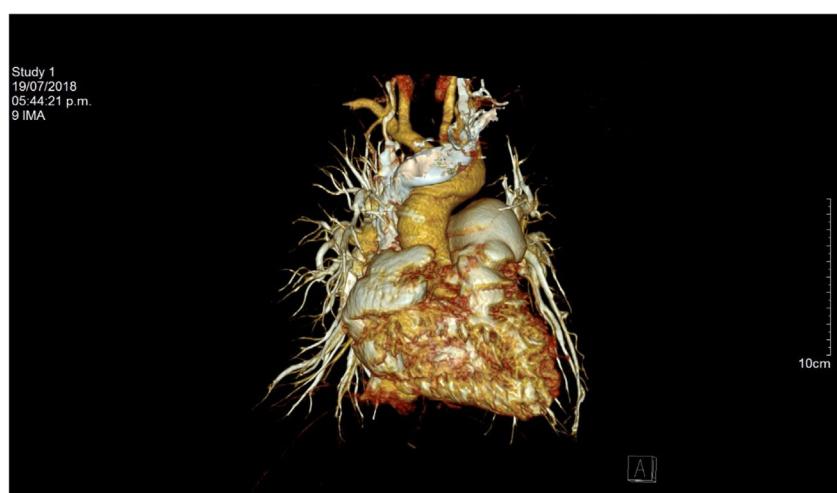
Reconstrucción en tercera dimensión de la angiotomografía. El tamaño de la arteria pulmonar se puede comparar con el de la arteria aorta.
